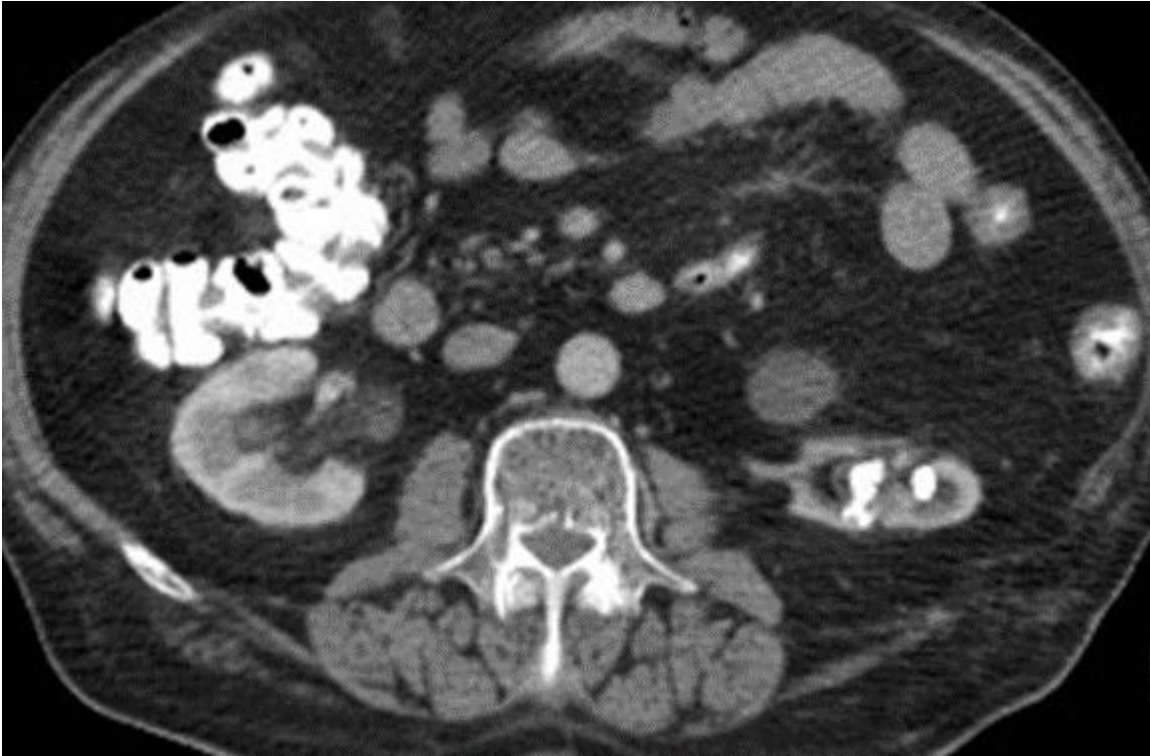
Abdomen CT (axial section)
